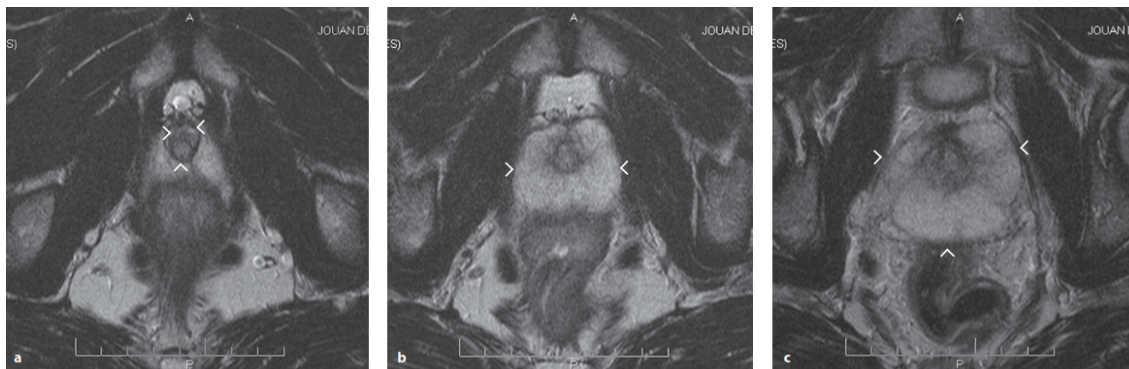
MRI wT₂ indicando las regiones de la próstata (corte axial). a) Apéx prostático. b) Zona media glandular. c) Base prostática. Imágenes tomadas de [Bard \(2009\)](#).
